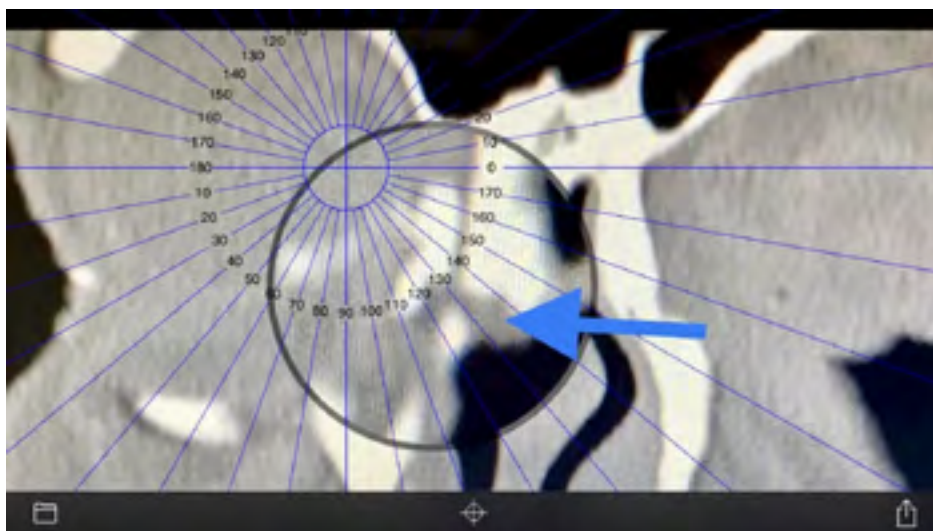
Dacrio-TAC: nuevo drenaje con saco grande y buen pronóstico quirúrgico. Ángulo de drenaje cuantificado con Goniotrans (Dr. Soler).
